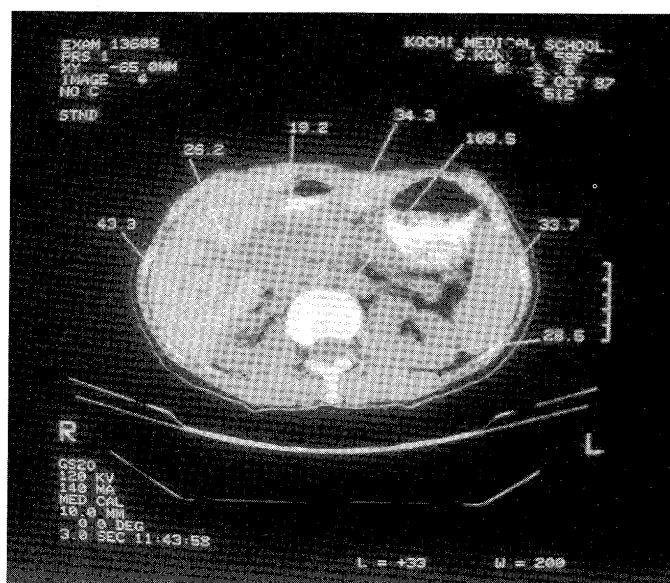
Brightness of abdominal CT image.
